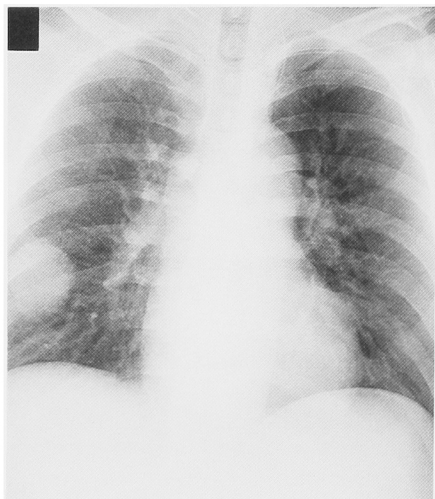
A smooth round coin lesion was observed in the right lower lung field on the chest radiograph.
